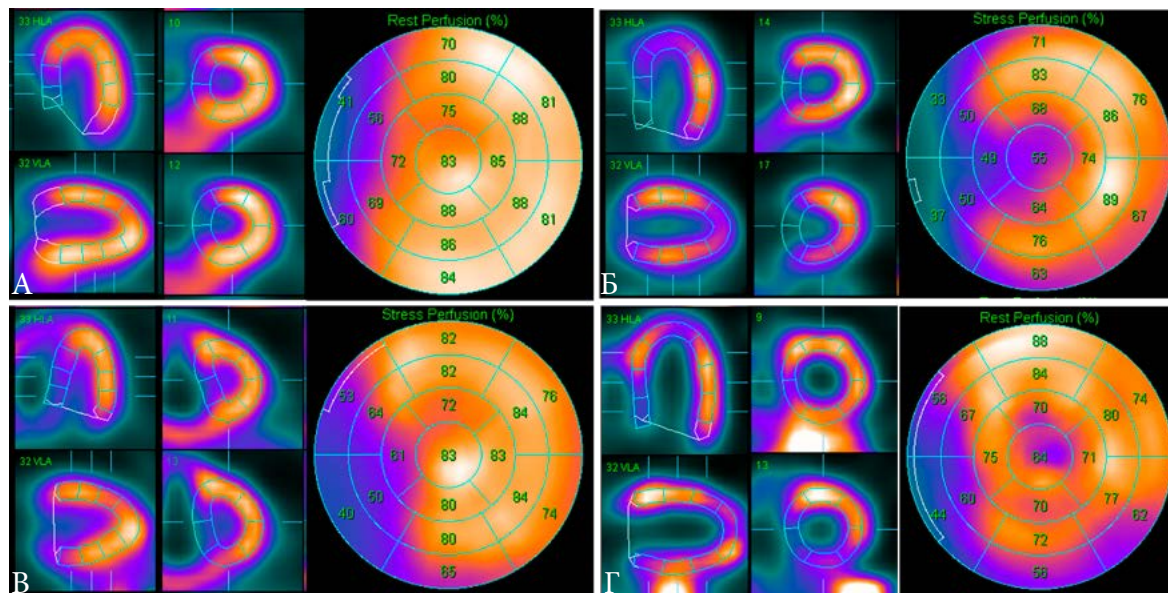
Демонстрация сложностей в интерпретации снижения перфузии миокарда перегородочной локализации. А. Вариант нормы. Б. Снижение перфузии вследствие полной БЛНПГ у пациента без подозрения на ИБС. В. ИЛГ, визуализируется резко расширенный ПЖ. Г. Интрамуральный ПИКС перегородочной, а также базальной нижней локализации
